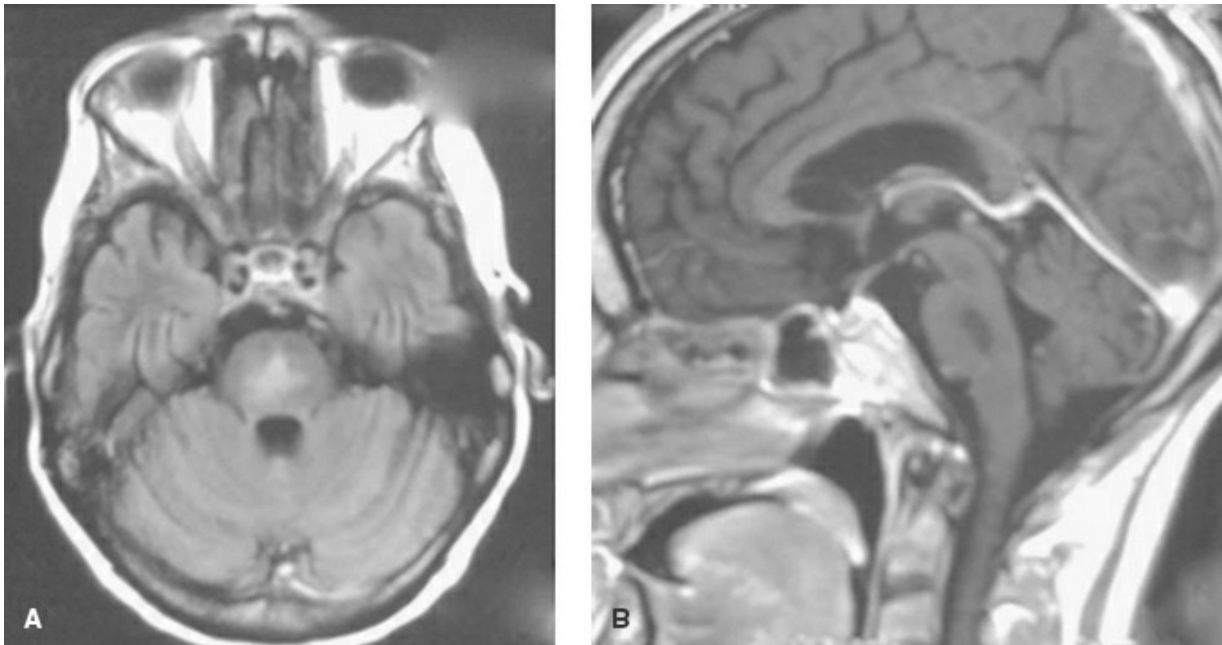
A: RMN FLAIR axial. B: RMN sagital ponderada en T1.
